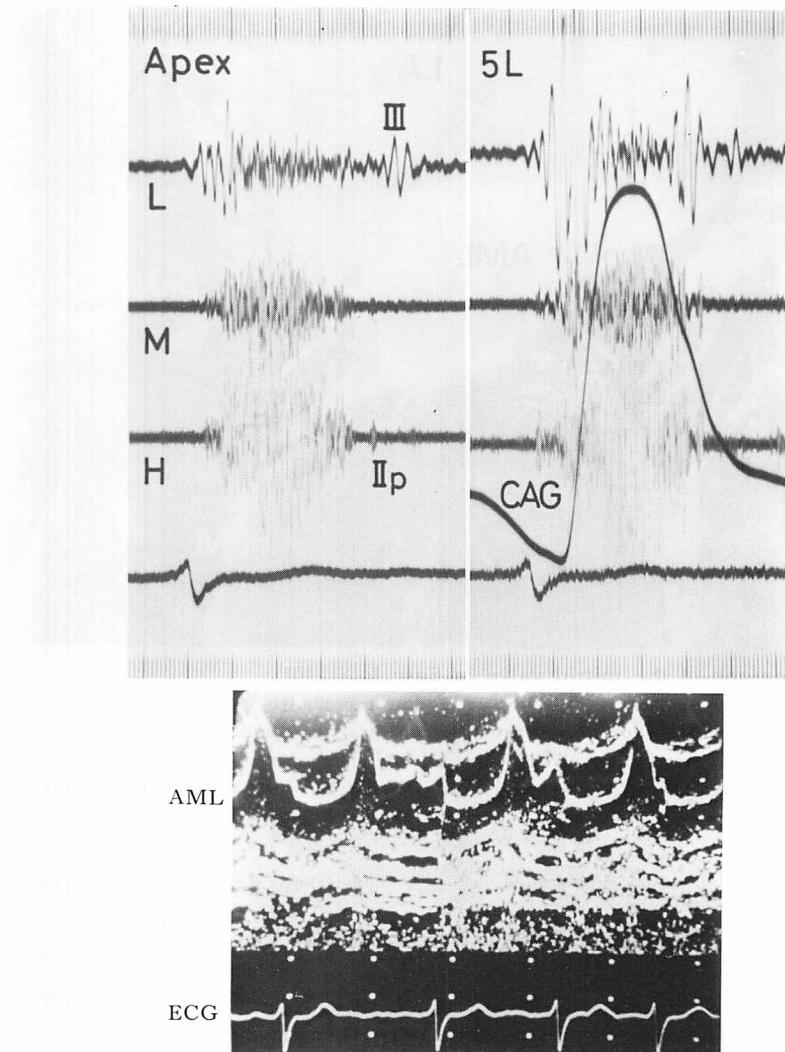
Phonocardiograms and M-mode echocardiogram in Case 1 (S.S., 69 yrs. M).
